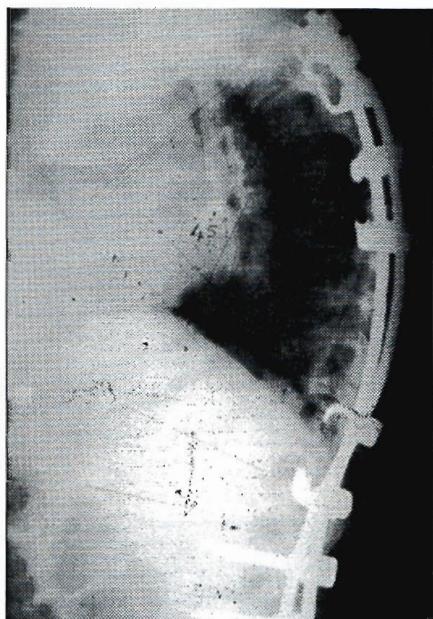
Örnek olgumuzun ameliyat öncesi lateral röntgeni
